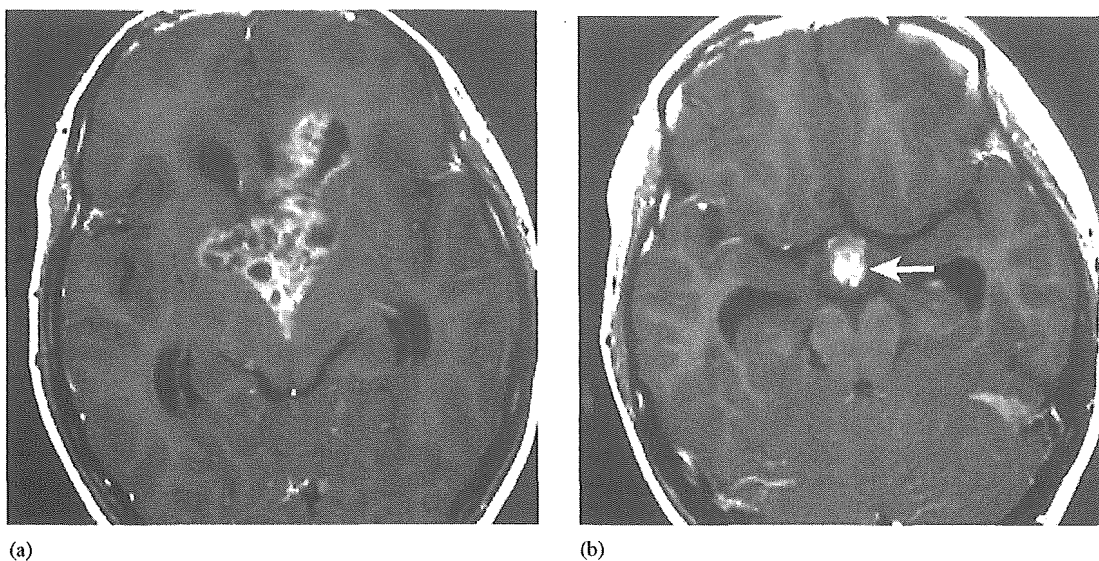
Case 7. Neurohypophyseal germinoma with STGC in a 16-year-old girl. Axial post-gadolinium T1-weighted MR image (SE 630/15) reveals a tumor with multiple intratumoral cysts extending into the third ventricle, basal ganglia and lateral ventricle (a). Another axial post-gadolinium image shows the thickened infundibulum (arrow) (b).
